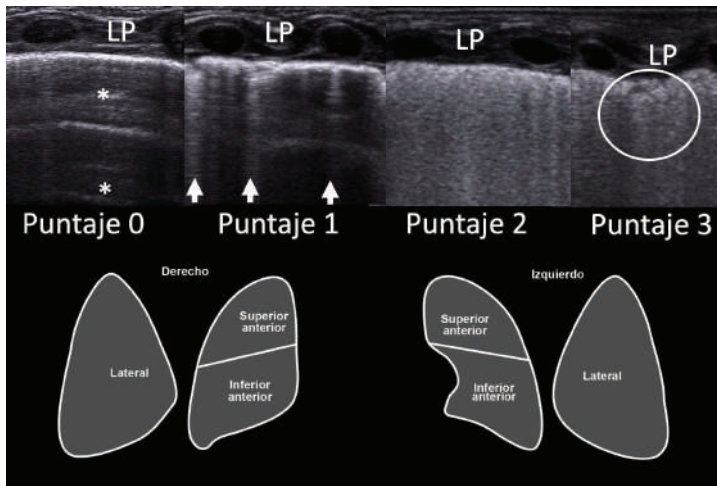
Demostración de la escala ultrasonográfica para evaluar la necesidad de surfactante.
